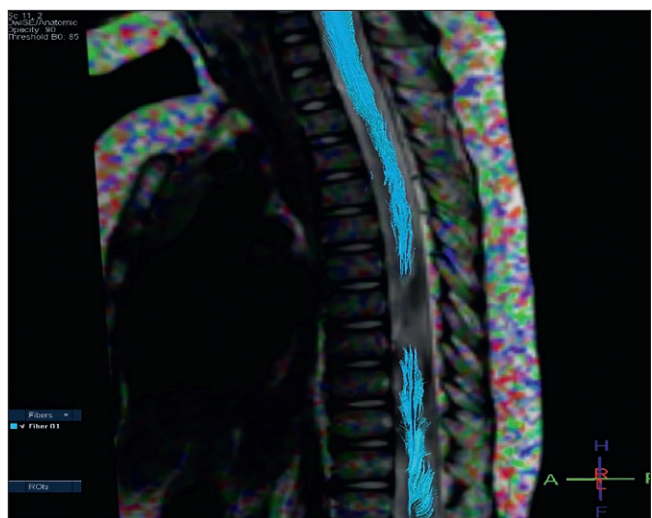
Результаты диффузионно-тензорной трактографии (DTI) спинного мозга пациента Я. Отмечается полный разрыв проводящих путей на уровне повреждения
